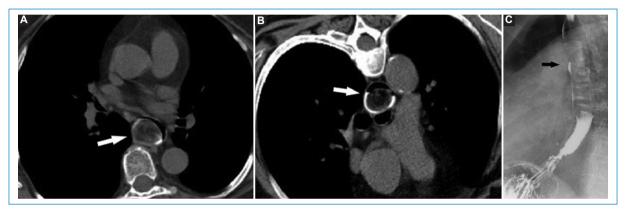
TC de tórax con contraste oral en decúbito supino (A) y prono (B), en la que se objetiva que la lesión esofágica se encuentra rodeada por aire y contraste, lo que confirma su naturaleza polipoide (flechas). El esofagograma (C) demuestra un defecto de repleción de borde bien definido, que ocupa gran parte del esófago (flecha).
